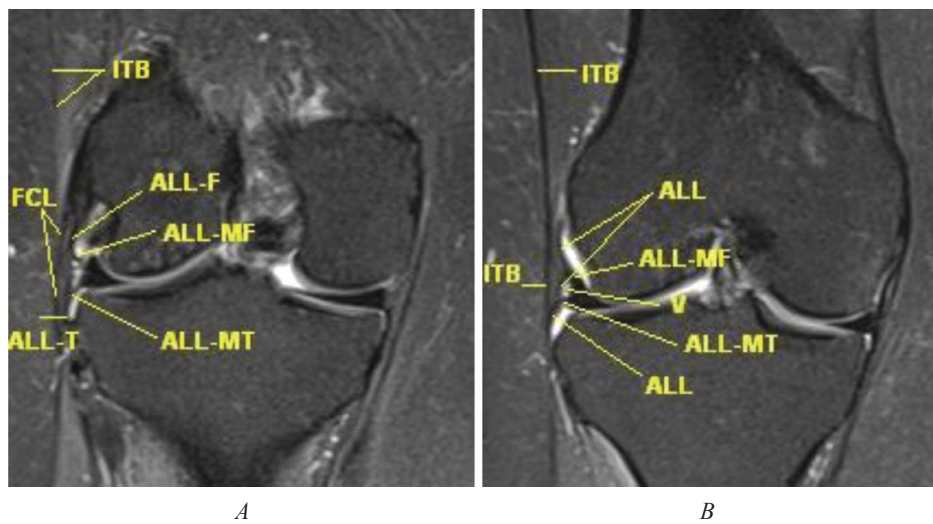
Coronal MRI sections of the knee joint with the ALL in a patient with partial anterior cruciate ligament injury: *A* – only one layer of the ALL is displayed, *B* – the more anterior coronal section (the single-layer structure of the ALL is visualized; in both images arteria et vena inferiores laterales genus are visualized between the ALL and the lateral meniscus). Designations as in Fig. 1
